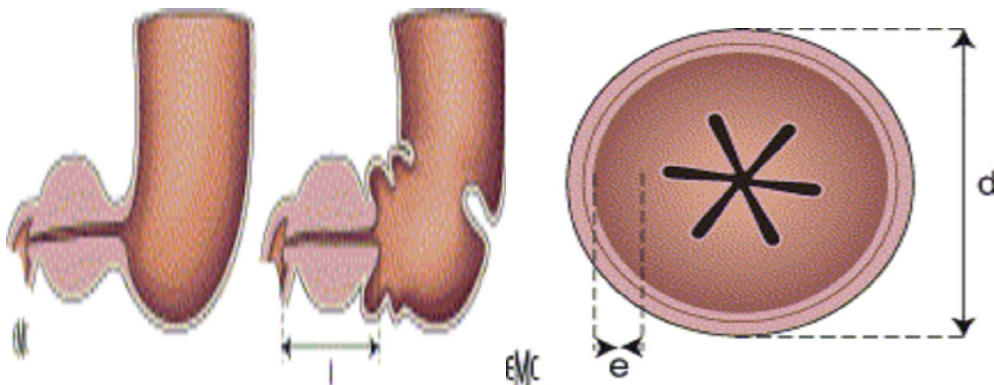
Sténose hypertrophique du pylore à l'échographie (53)
